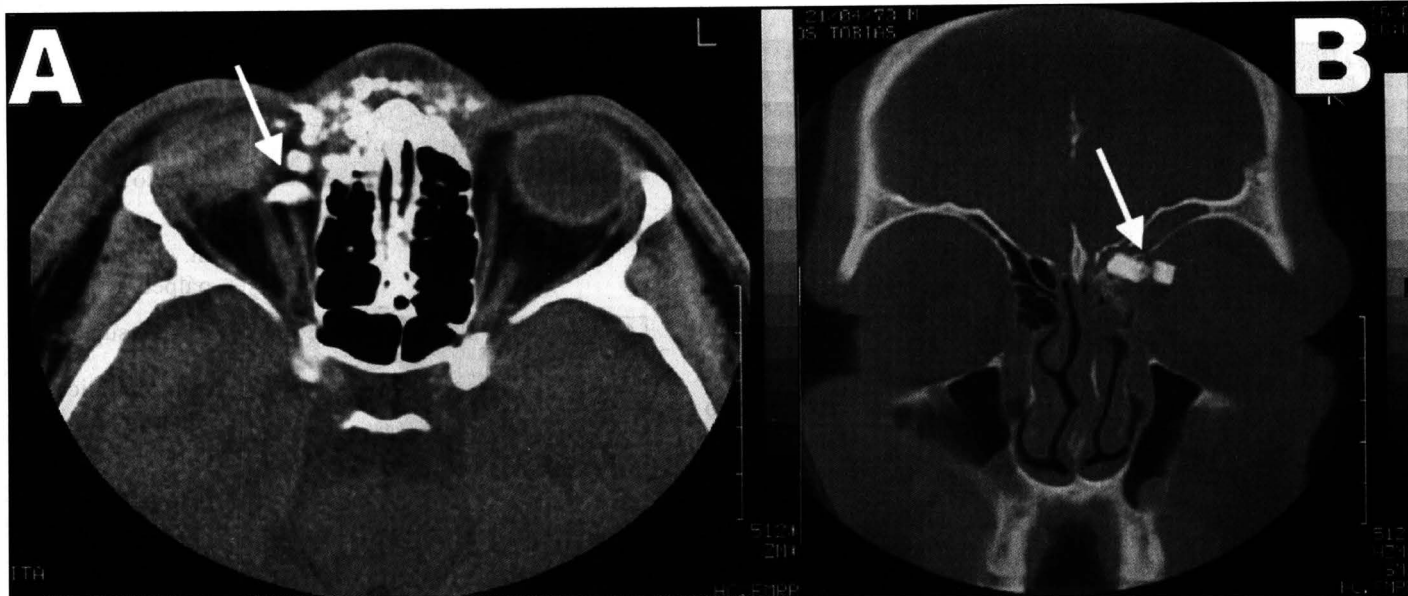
(A) e (B): Respectivamente, cortes de tomografia computadorizada nos planos axial e coronal. Note-se a presença de corpo estranho intra-orbitário (vidro, seta) pós-acidente automobilístico com fratura do teto e parede medial da órbita em (A) e (B). A TC é o método de eleição para o estudo do traumatismo orbitário pela sua alta sensibilidade na detecção de corpos estranhos e alta definição para lesões da estrutura óssea, sendo também boa para a avaliação de partes moles. O estudo da órbita, no trauma, exige a documentação com janela para partes moles (fig. A) e janela óssea (fig. B). O uso da RM nesta patologia é limitado, pelo fato de o paciente nem sempre colaborar, pelo risco de existir corpo estranho metálico ferromagnético intra-orbitário, pela pouca capacidade na diferenciação entre edema e hemorragia aguda e pela má definição da cortical óssea. A RM, entretanto, apresenta vantagens pela sua capacidade multiplanar e elevado contraste para partes moles. Pelas dificuldades da RM citadas, porém, a TC permanece como exame de eleição.
